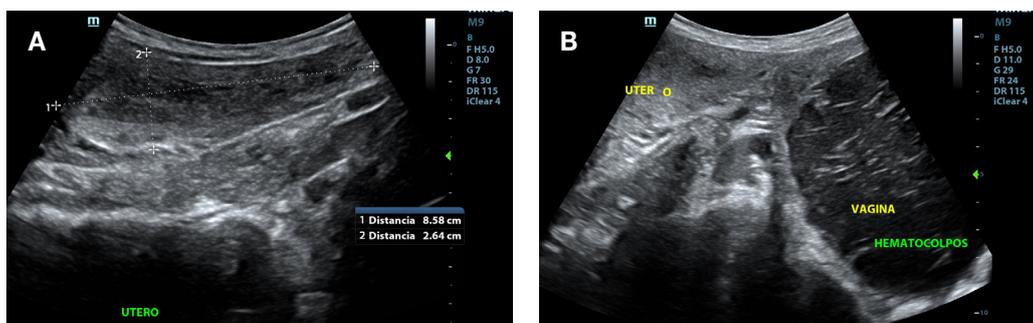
A) Ecografía. Útero didelfo izquierdo, no gestante. B) Segmento distal del útero didelfo no gestante. Colección heterogénea, con finos septos hipovascularizados en la vagina compatible con hematocolpos.
